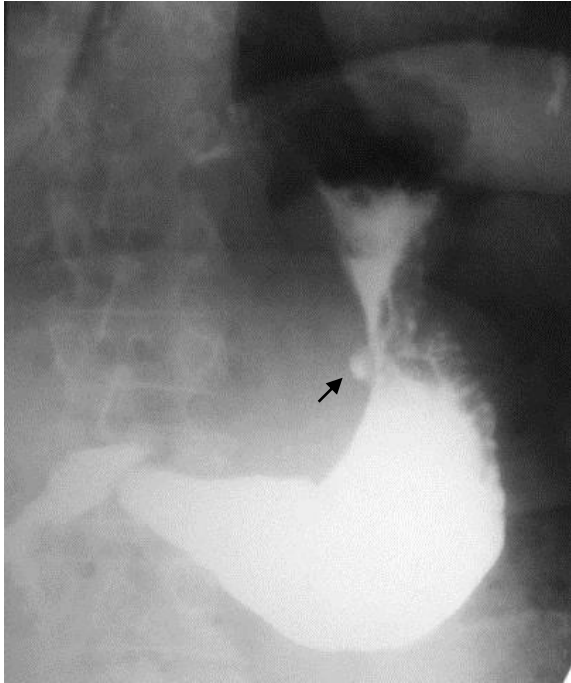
Обзорная рентгенограмма желудка. В средней трети тела желудка на малой кривизне определяется локальное увеличение тени – симптом ниши (стрелка). Язва желудка
